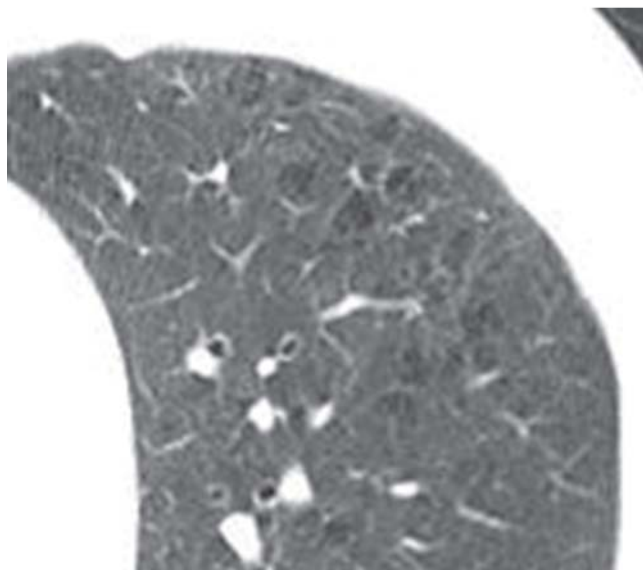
CT mit zentrilobulärem Emphysem.
